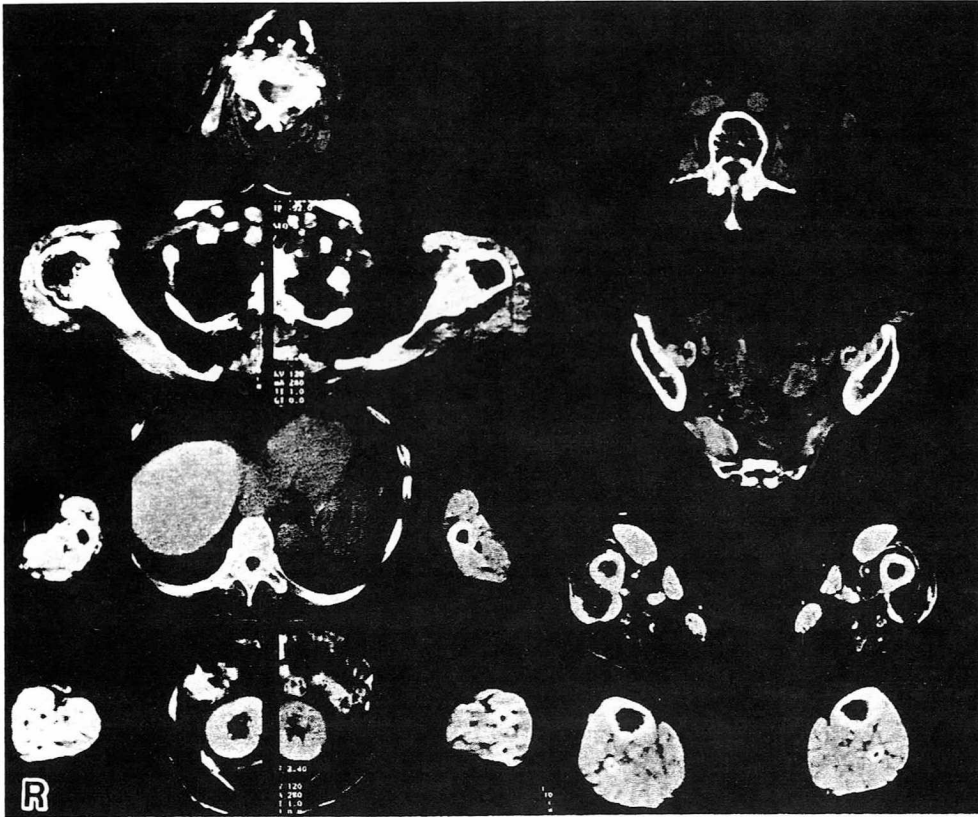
Muscle CT scan. Neck level: prominent atrophy of the sternocleidomastoid and trapezius muscles, sparing the levator scapulae. Shoulder level: preservation of the deltoid. Arm level: the biceps brachii more atrophic than the triceps. Trunk: marked adipose tissue replacement of the paravertebral muscles, the quadratus lumborum, and the gluteus medius and minimus muscles. Marked atrophy of the iliopsoas and gluteus maximus. Thigh level: Relatively preserved rectus femoris, gracilis, and sartorius muscles, as usually seen in Duchenne muscular dystrophy. Forearm and lower leg muscles are well preserved.
